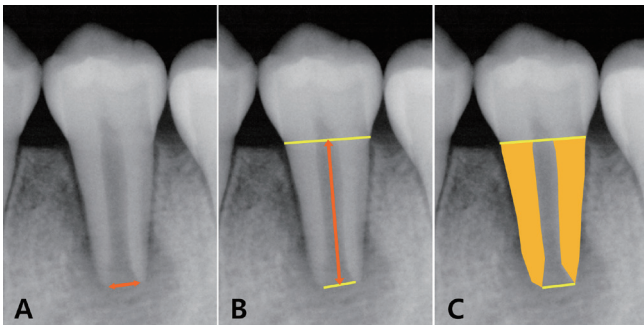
(A) Measurement of apical diameter, (B) Measurement of root length, (C) Measurement of radiographic root area.
